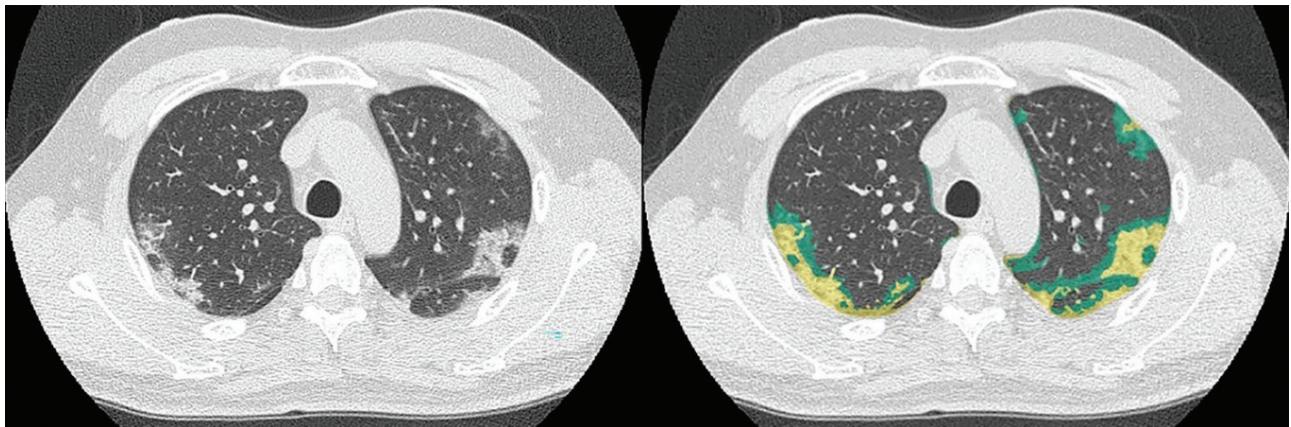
46歳男性PCRにて診断されたCOVID-19肺炎(L to R: 薄層CTおよびCAST解析結果) (参考文献35より許可を得て転載) (表1No.3のソフトは本ソフトの機能制限された簡易版)
